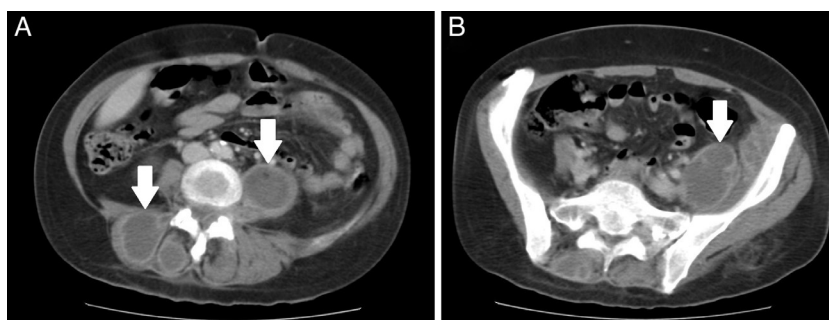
A) TC que muestra los abscesos paravertebrales (flechas). B) TC que muestra el absceso a nivel del músculo iliopsoas izquierdo.
